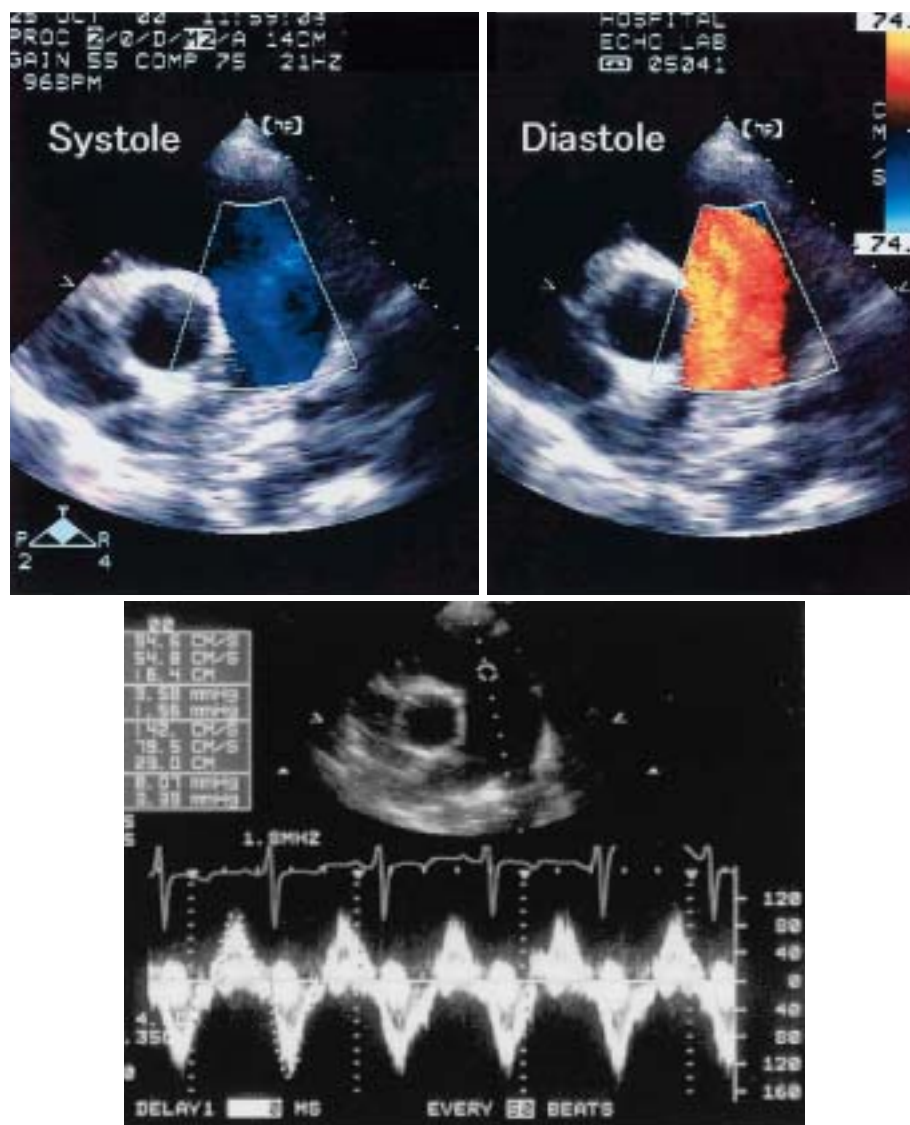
Doppler echocardiograms in the short-axis view at the level of the pulmonary annulus showing a dilated main pulmonary artery
